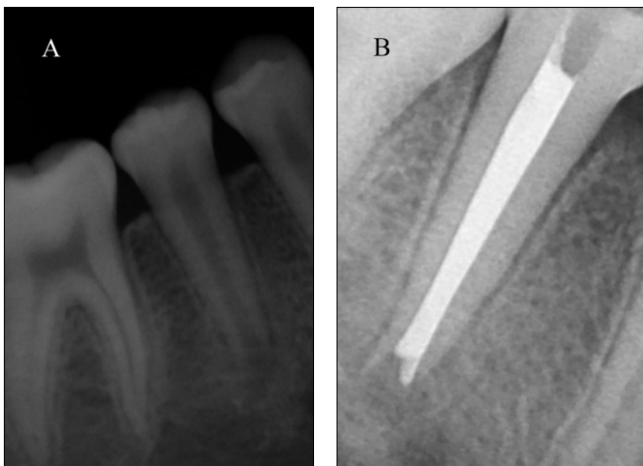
Periapical radiographs at first visit. (A) Pre-treatment. (B) Vitapex filling.
